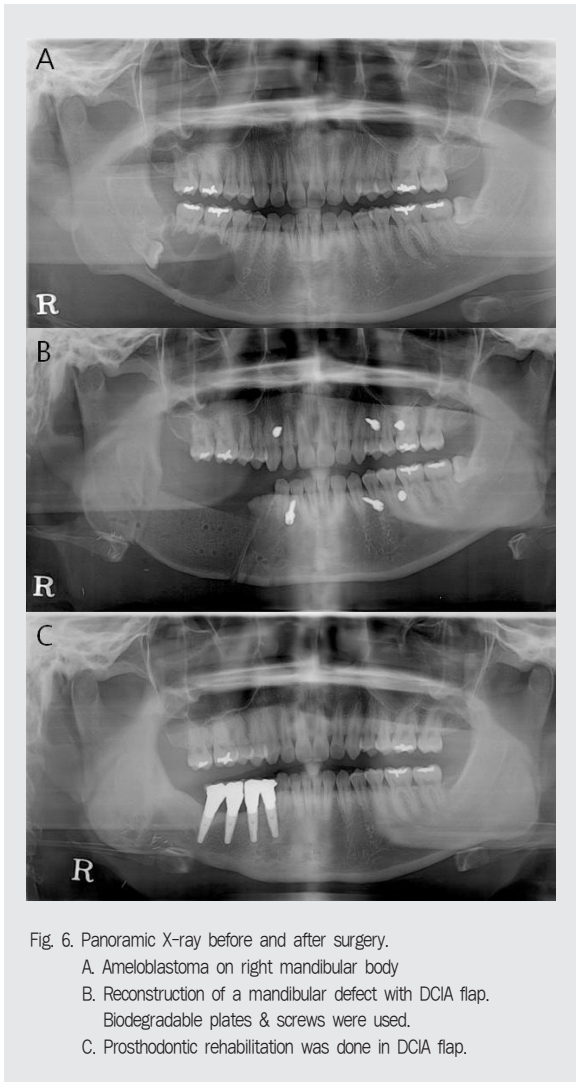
Panoramic X-ray before and after surgery.
